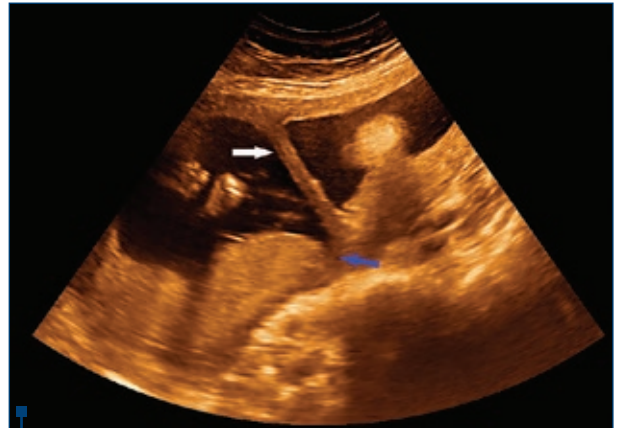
Ecografie transabdominală la 22 de săptămâni gestaționale, demonstrând septul uterin (săgeata albă) și masa placentară în vecinătatea acestuia. Se observă aderența placentei la septul uterin (săgeata albastră)
